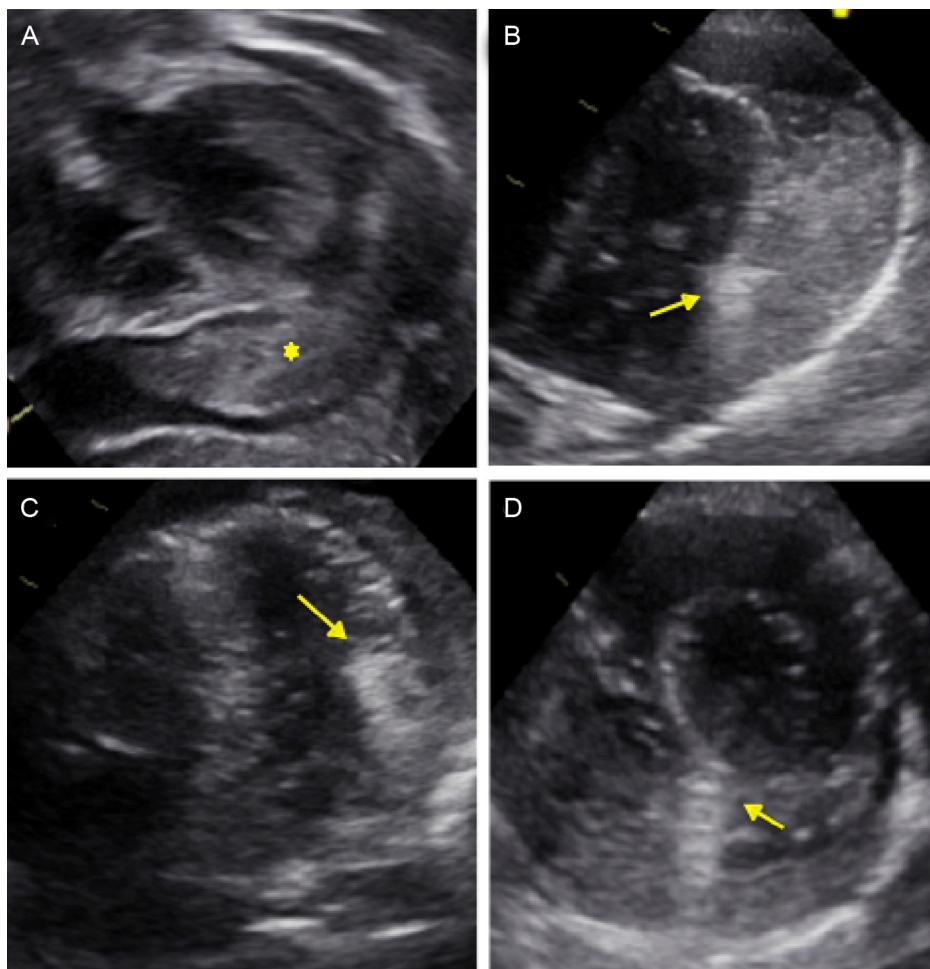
A) Plano subcostal de ETT con presencia de hemopericardio (asterisco). B) Apical 4 cámaras con hemopericardio en cara lateral del VI (asterisco). C) Apical 4 cámaras con imagen hiperrefringente y refuerzo posterior (flecha) compatible con cuerpo extraño en pared postero-lateral del VI. D) Eje corto paraesternal que muestra proyectil (flecha) en pared posterior del VI.
